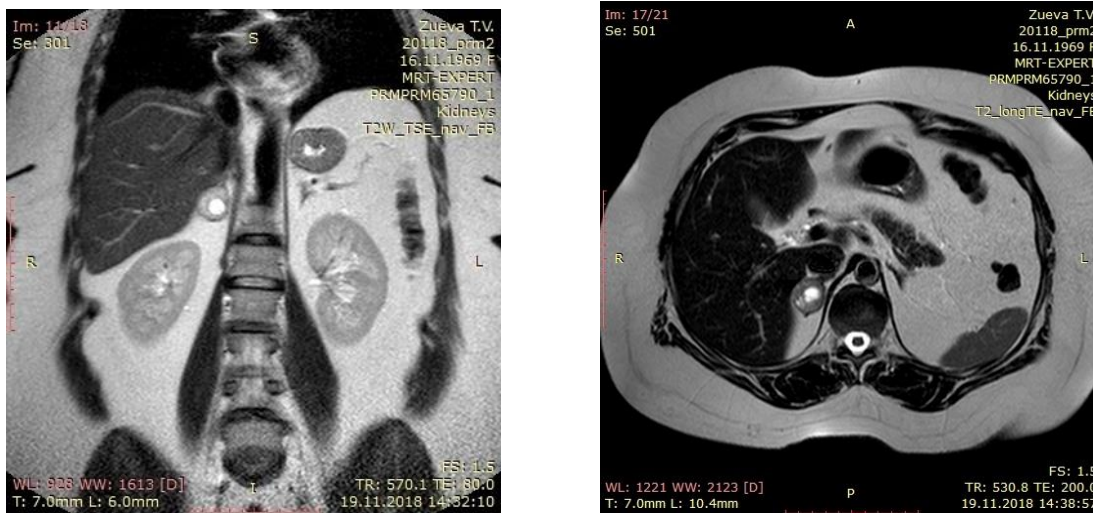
10. Б-ная З., 49 лет. МРТ забрюшинного пространства. В правом надпочечнике округлая опухоль диаметром 24x31 мм, с признаками некротического распада. В режиме T_2 - гиперинтенсивный сигнал.
